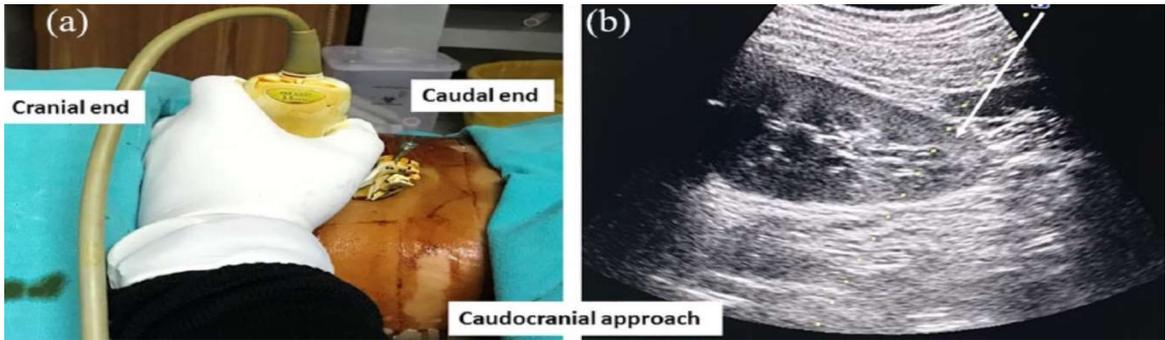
A Angulación caudocraneal de la aguja durante la biopsia renal con sonda de ecografía y guía de aguja B Imagen de ecografía mostrando la línea de trayectoria de la aguja en la misma posición cayendo directamente sobre el polo inferior del riñón. PMID: 31204556
